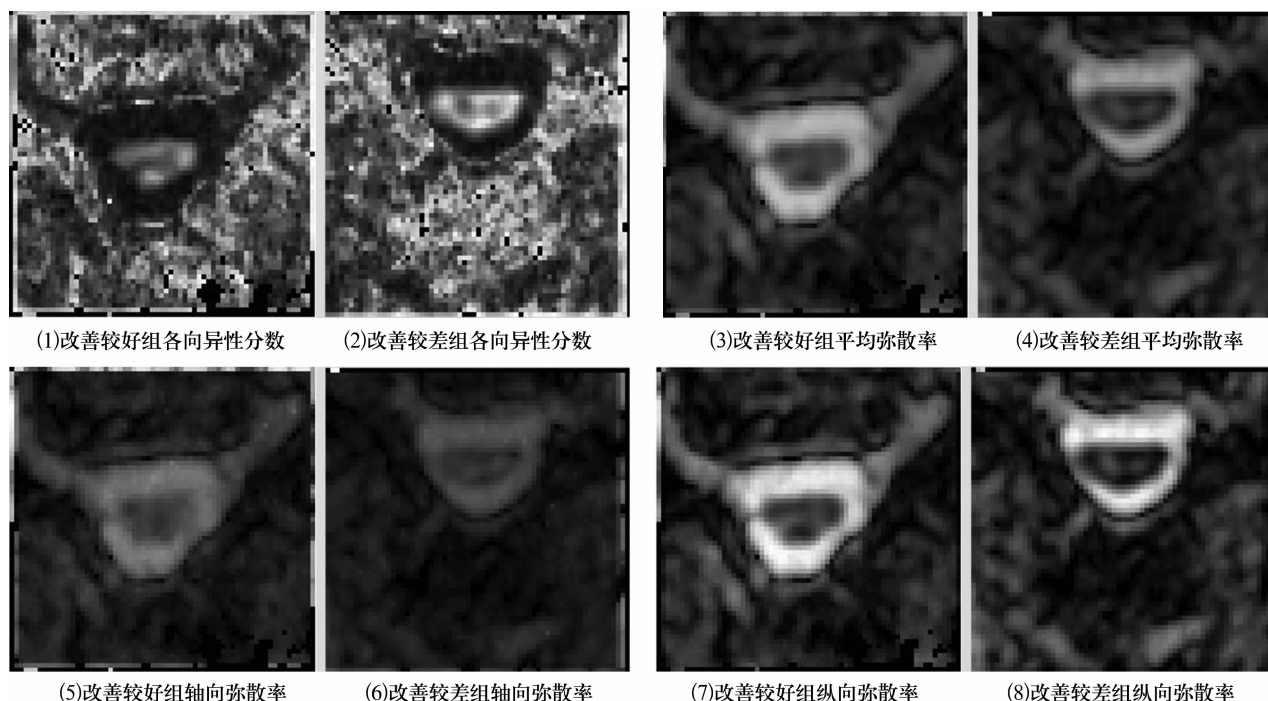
颈椎后路椎管扩大成形术后 12 个月 MRI 弥散张量成像序列各参数图像
